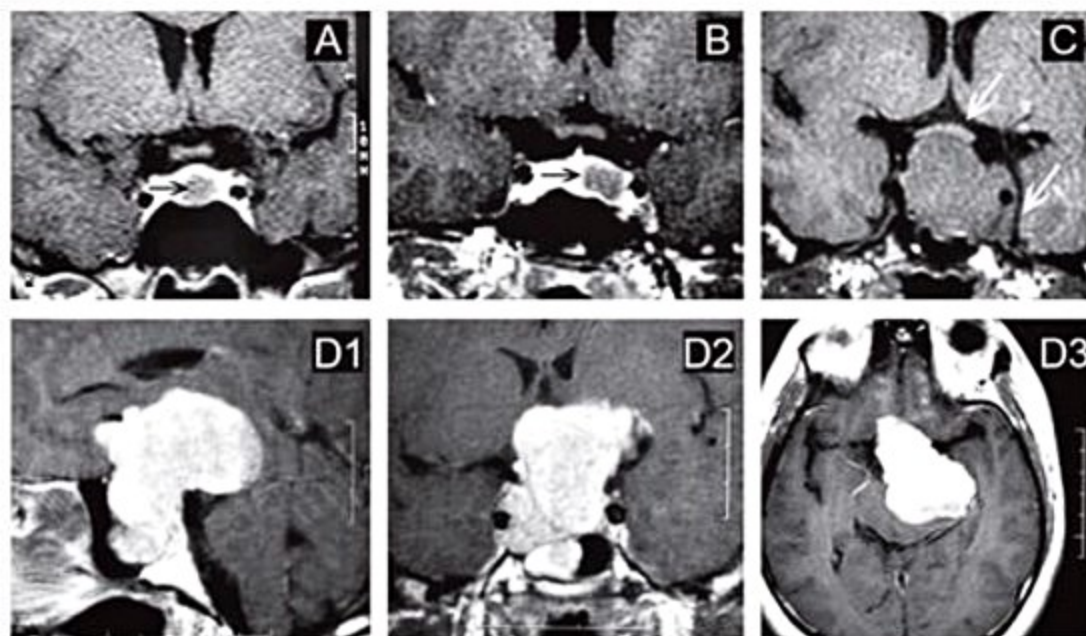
Imagens de ressonância magnética de dois pacientes com microadenoma. A e B: Demonstração da área com menor captação de contraste com menos de 1 cm de diâmetro (setas). C e D: Imagens de dois pacientes com macroadenoma demonstrando massa tumoral com mais de 1 cm de diâmetro. Em (C), pode ser observada a compressão de quiasma e invasão de seio cavernoso (setas). Em (D), macroadenoma gigante (com mais de 4 cm de diâmetro) com expansão infra (para seio esfenoidal), supra, para e retrosselar.
